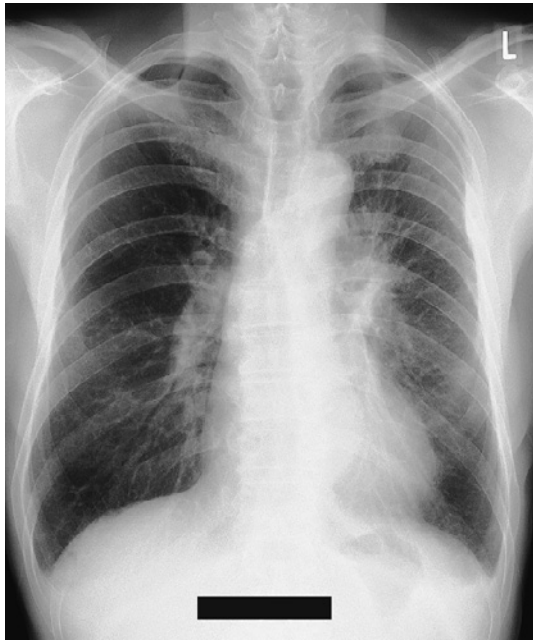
A chest X-ray on the initial visit showed a tumor shadow in the left hilar region.
